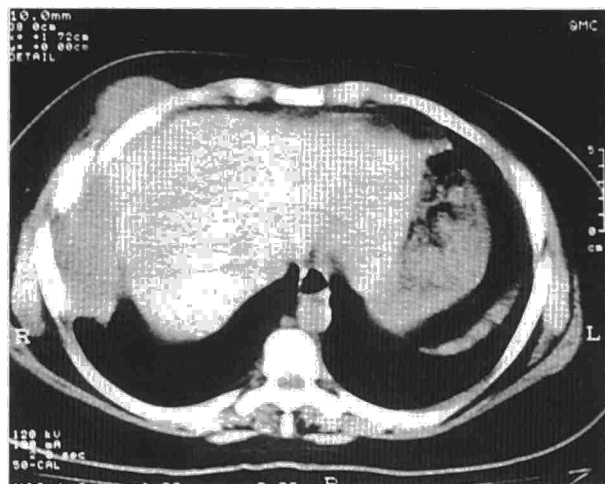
TC de tórax sin contraste en la que se visualiza la presencia de comunicación entre el derrame pleural tuberculoso y el empiema mamario derecho.
